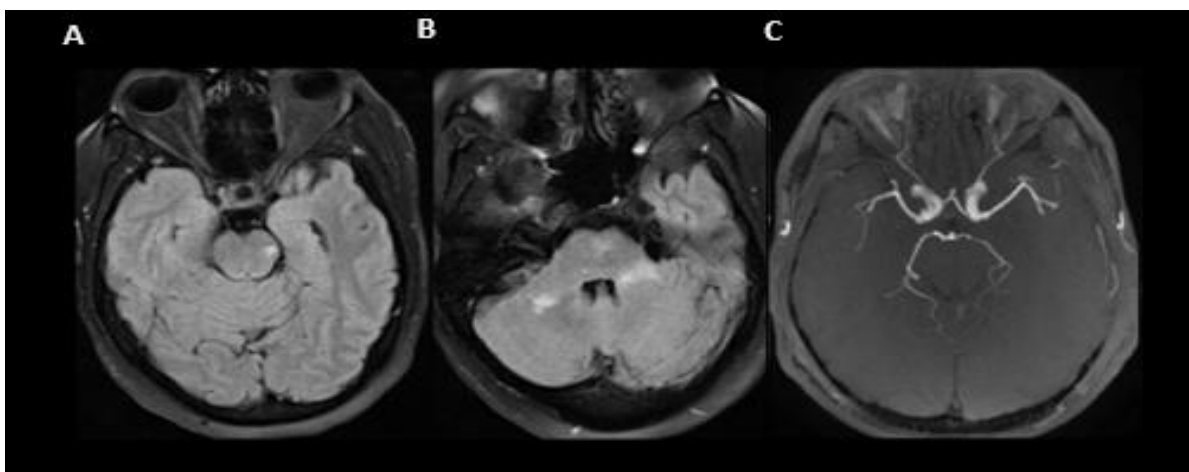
IRM cérébrale séquence T2 FLAIR (A) et Diffusion (B) ; séquence 3DTOF (C) montrant de multiples lésions vasculaires pontiques gauche et de l'hémisphère cérébelleux droit d'âge différent et des irrégularités du calibre des artères cérébrales postérieures prédominant à gauche, en rapport avec une vascularite à VIH.
